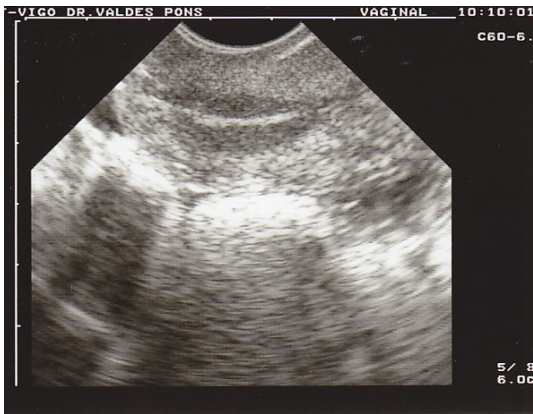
Ecografía vaginal: cuello uterino
